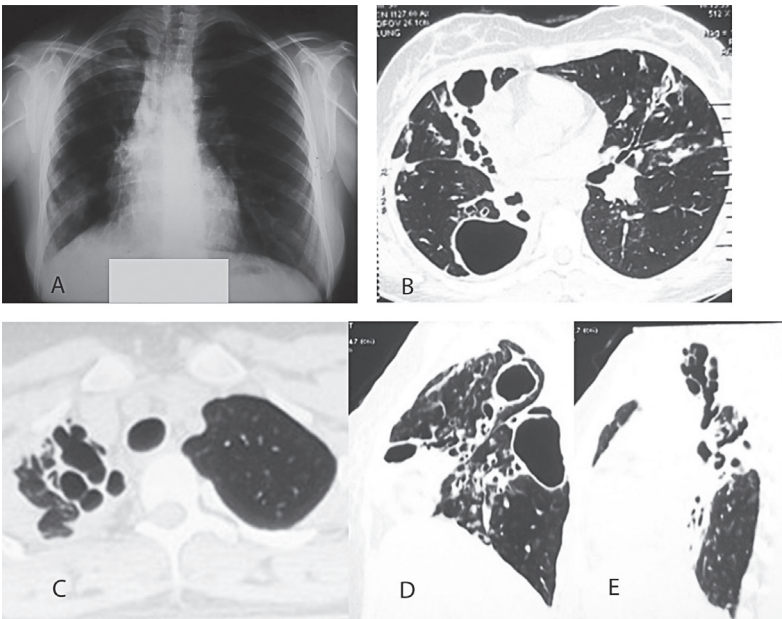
Radiografia în incidență postero-anterioară (A) a unei paciente de 27 ani, nefumătoare, cu istoric de două episoade de tuberculoză pulmonară (la 19 ani neconfirmat bacteriologic, la 21 ani confirmată cultură TB MDR) demonstrează micșorarea în dimensiuni a plămânului drept cu elemente de infiltrație și sectoare distructive, modificări retractile în hilul pulmonar drept, leziuni cavitare în LSD și LID cu infiltrație pericavitară și bronșiectazii cu semne de supurație bilaterală.
